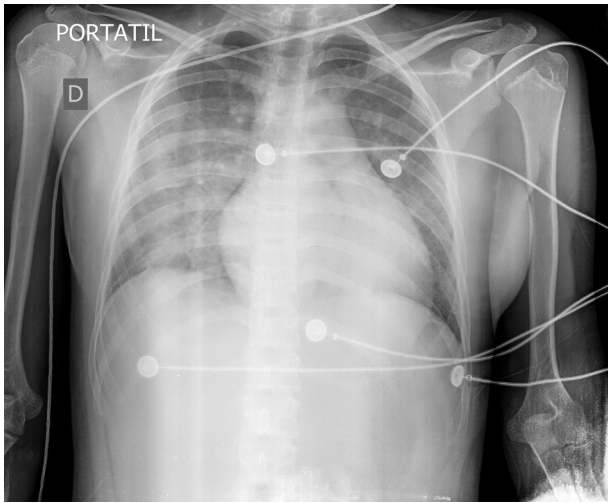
Radiografía de tórax que muestra congestión pulmonar.
